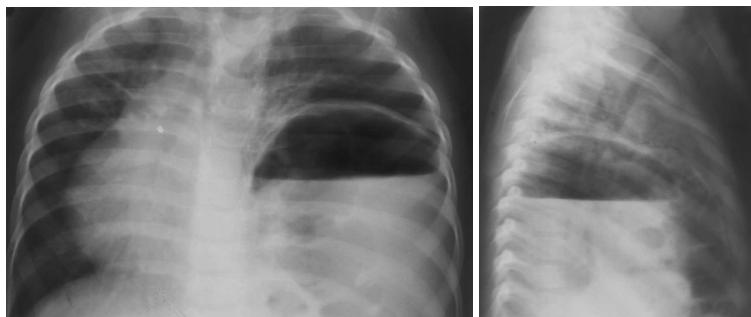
Рентгенограммы ребенка с релаксацией левого купола диафрагмы
